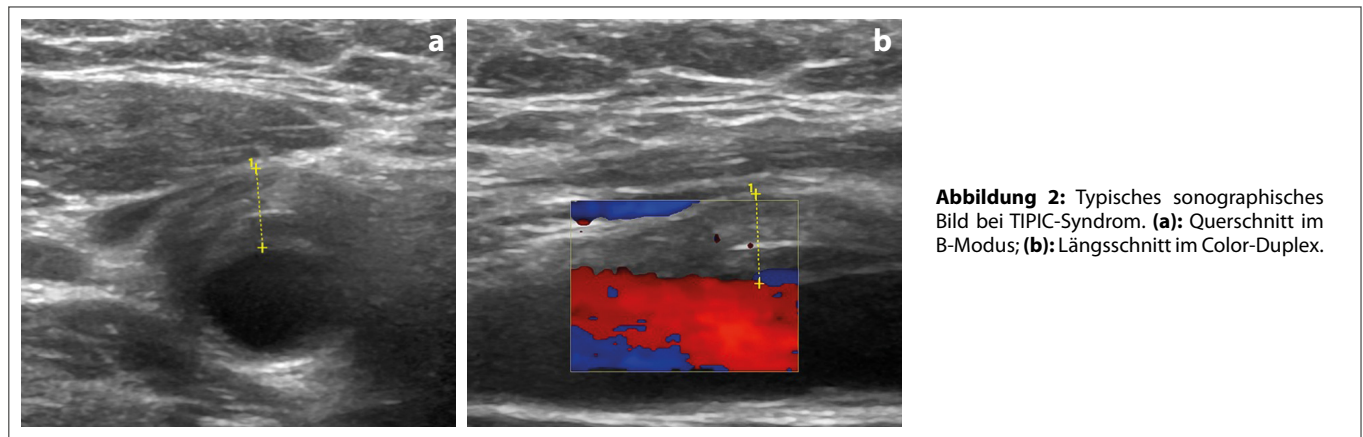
Typisches sonographisches Bild bei TIPIC-Syndrom. (a): Querschnitt im B-Modus; (b): Längsschnitt im Color-Duplex.
